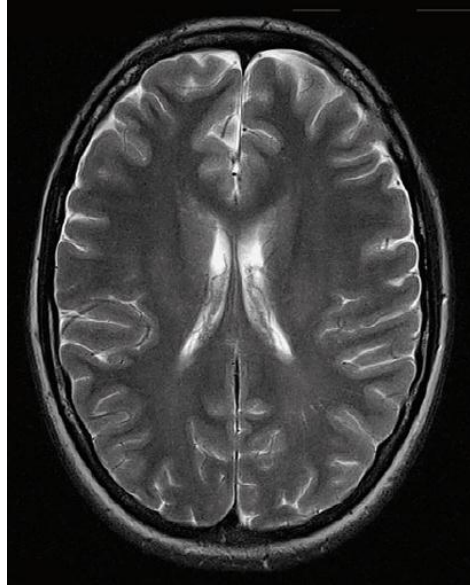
IRM craneal axial a nivel de núcleo caudado. (Moeller & Reif, 2007)
